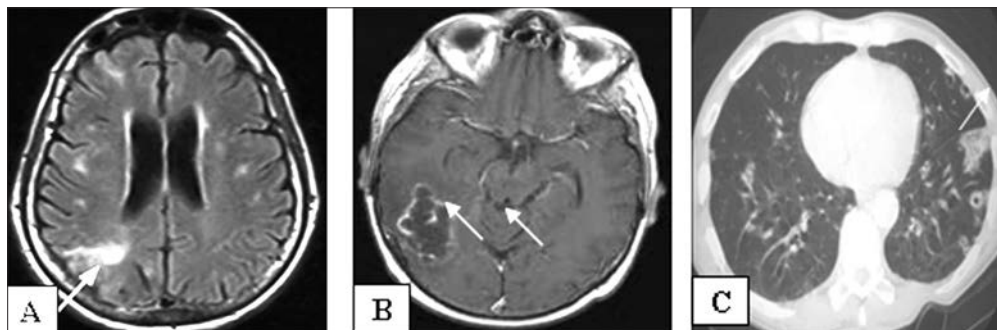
Investigații complementare la pacienții cu EI. RMN cerebral:
